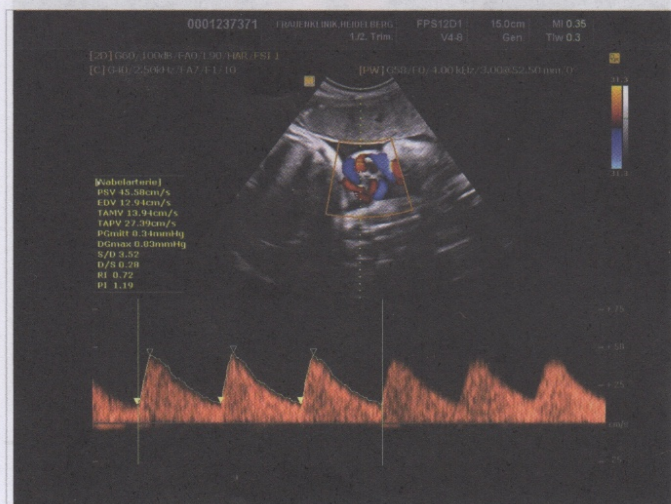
Farbdoppleruntersuchung einer Nabelschnur
